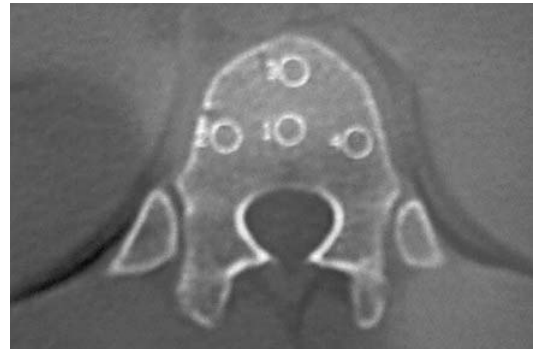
Срединная томограмма. Указаны уровни исследования в разных зонах трабекулярной ткани тела L1 пациента К., 24 года.
